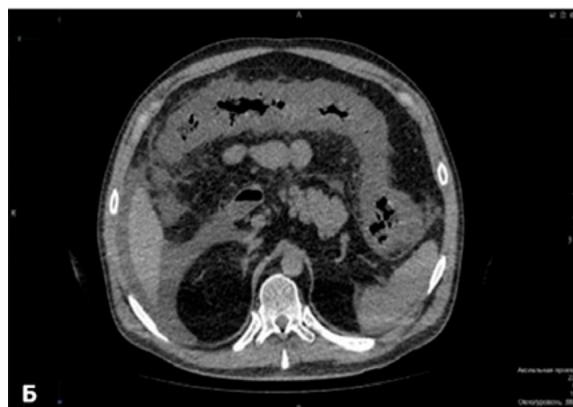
КТ толстой кишки при ПМК: А — тонкая кишка спавшаяся, стенки толстого кишечника раздуты, утолщены, брыжейка инфильтрирована, «мутная», утолщена. В брюшной полости по правому флангу имеется свободная однородная жидкость. КТ-признаки тяжелого панколита, не исключается перитонит, асцит; Б — стенки толстого кишечника раздуты, утолщены, брыжейка инфильтрирована, «мутная», утолщена. В брюшной полости по правому флангу имеется свободная однородная жидкость, признаки тяжелого панколита, не исключается асцит-перитонит
